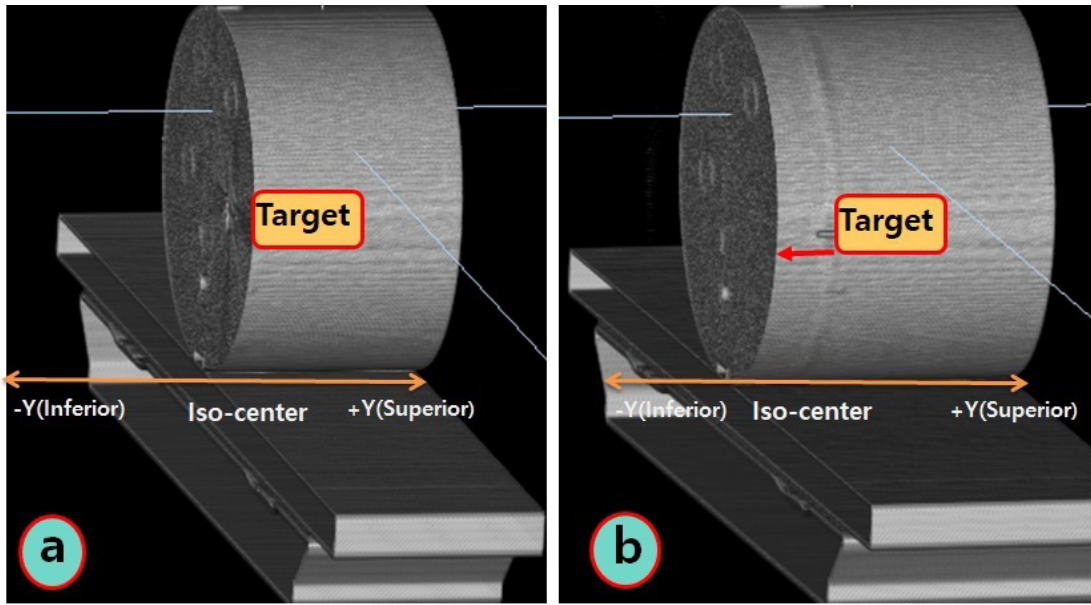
CT scan of In house Head and Neck Phantom (a) CT scan from superior top to isocenter(end of PTV), (b) Increase scan range at regular intervals from the isocenter(end of PTV)
